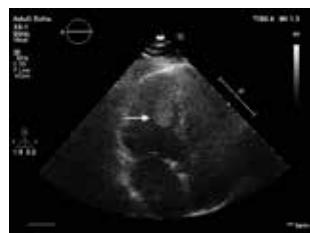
Preoperative transthoracic echocardiographic image showing a hyperechoic, rounded, mobile mass.
